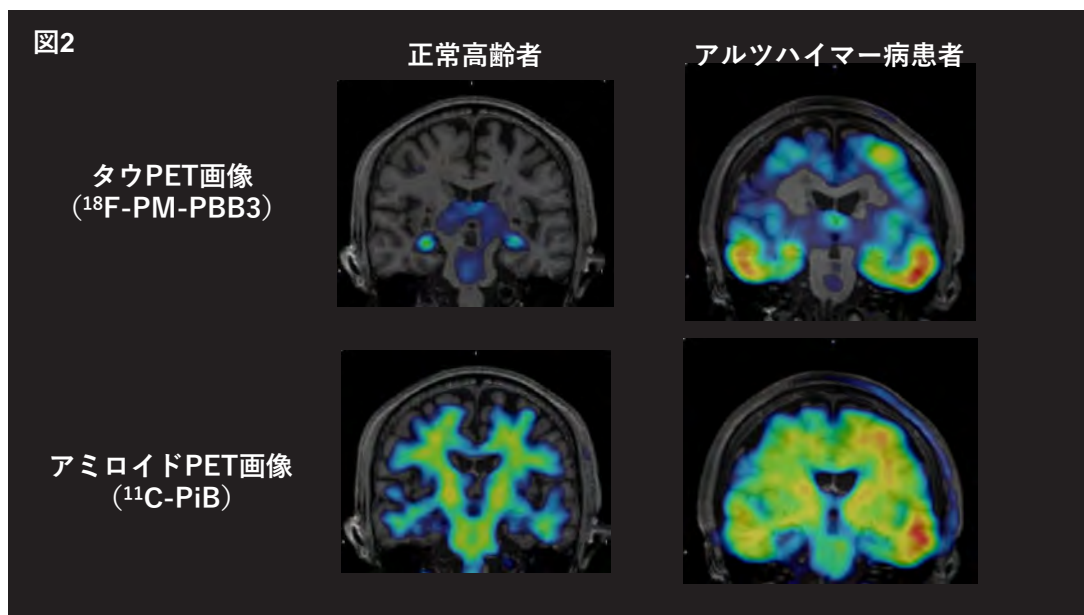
健常高齢者およびアルツハイマー病患者における、<sup>18</sup>F-PM-PBB3を用いたタウ病変PET画像と、<sup>11</sup>C-ピッツバーグ化合物B（<sup>11</sup>C-PiB）を用いたアミロイドβ病変PET画像（文献[10]より改変して引用）。
